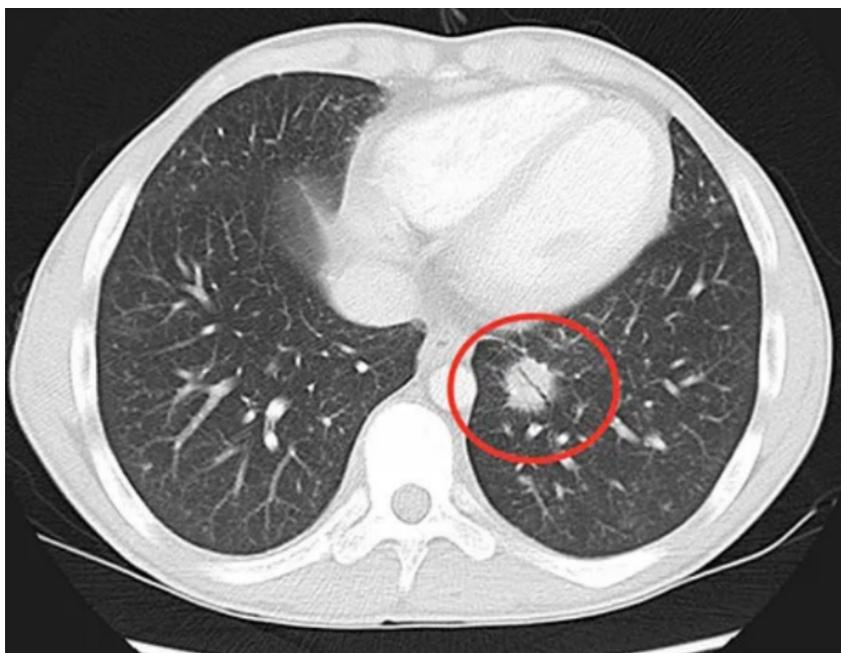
Diagnóstico de câncer de pulmão por meio da tomografia computadorizada
